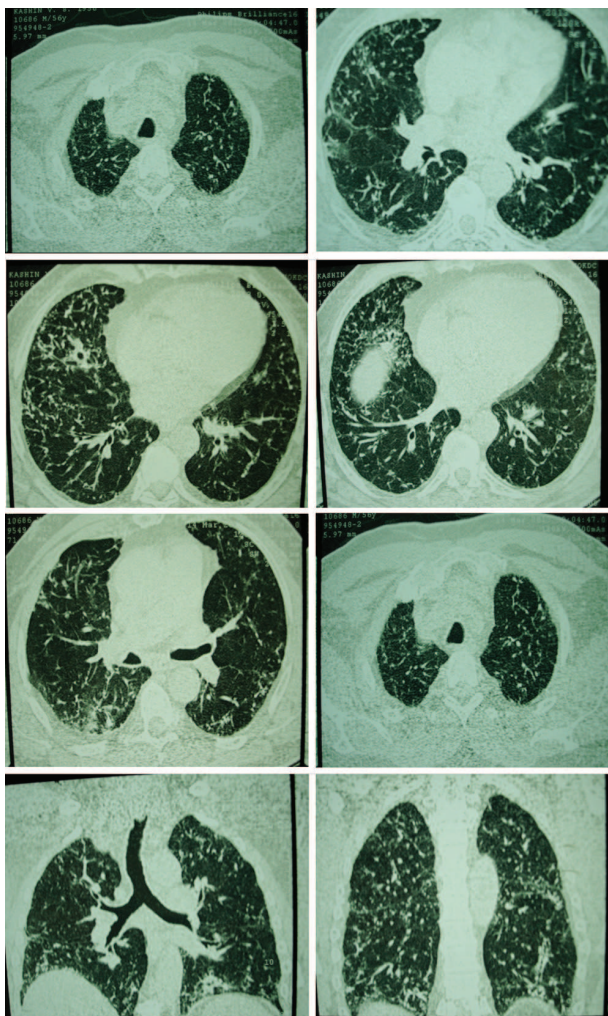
МСКТ ОГК того же больного 2013 г.
